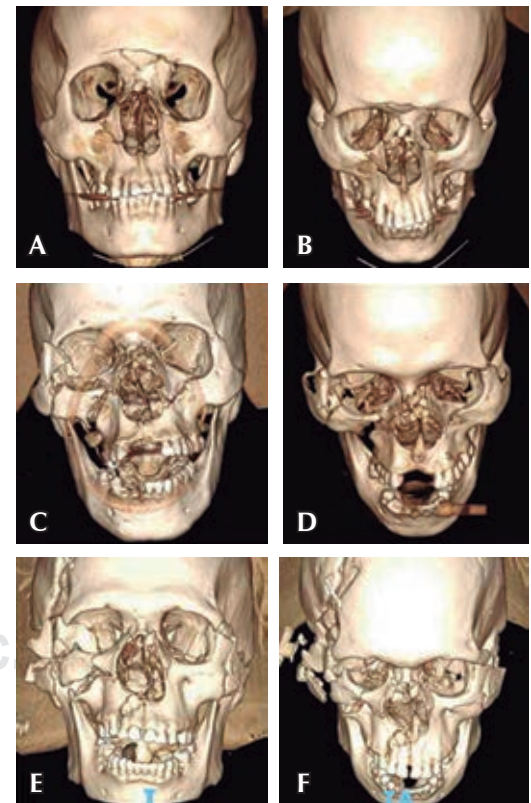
Tomografías 3D. A, B) Caso 1. C, D) Caso 2. E, F) Caso 3.
